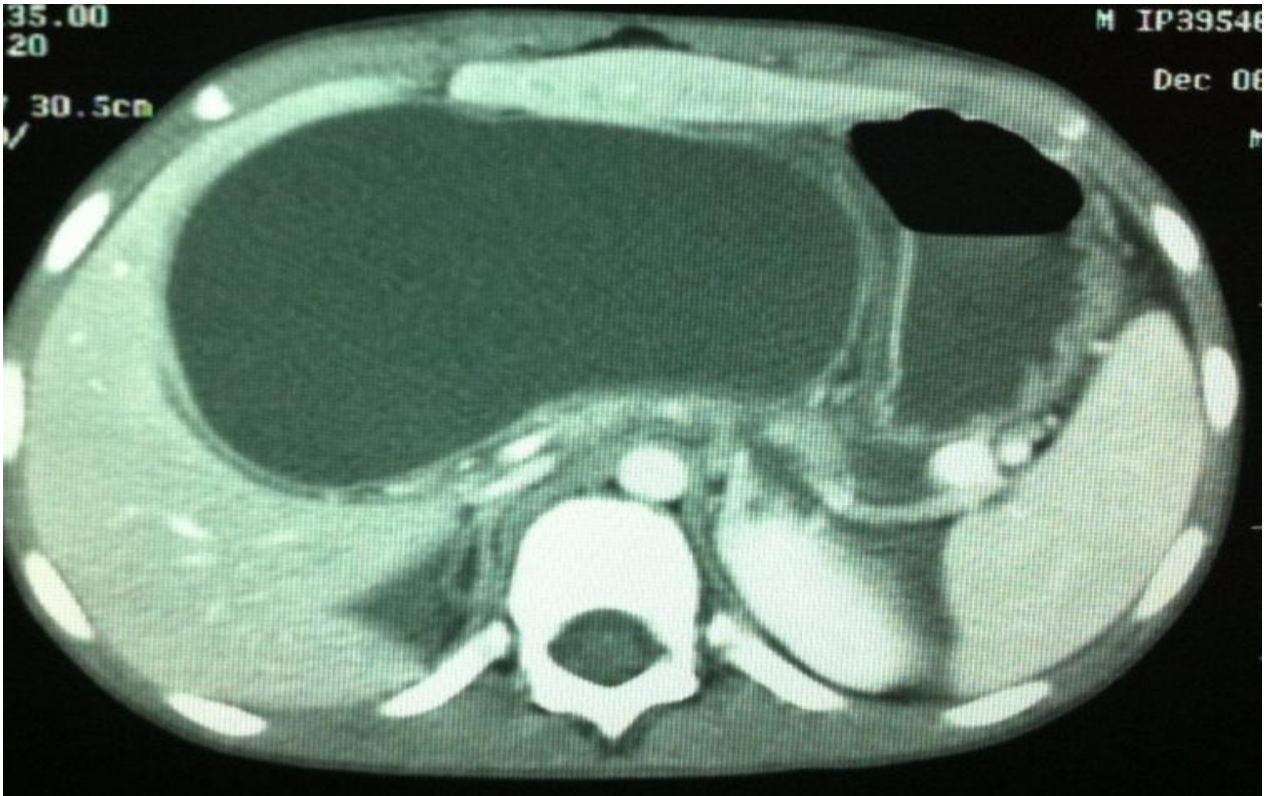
TDM abdominale révélant une collection de la loge pancréatique de 12 cm de grand axe.
